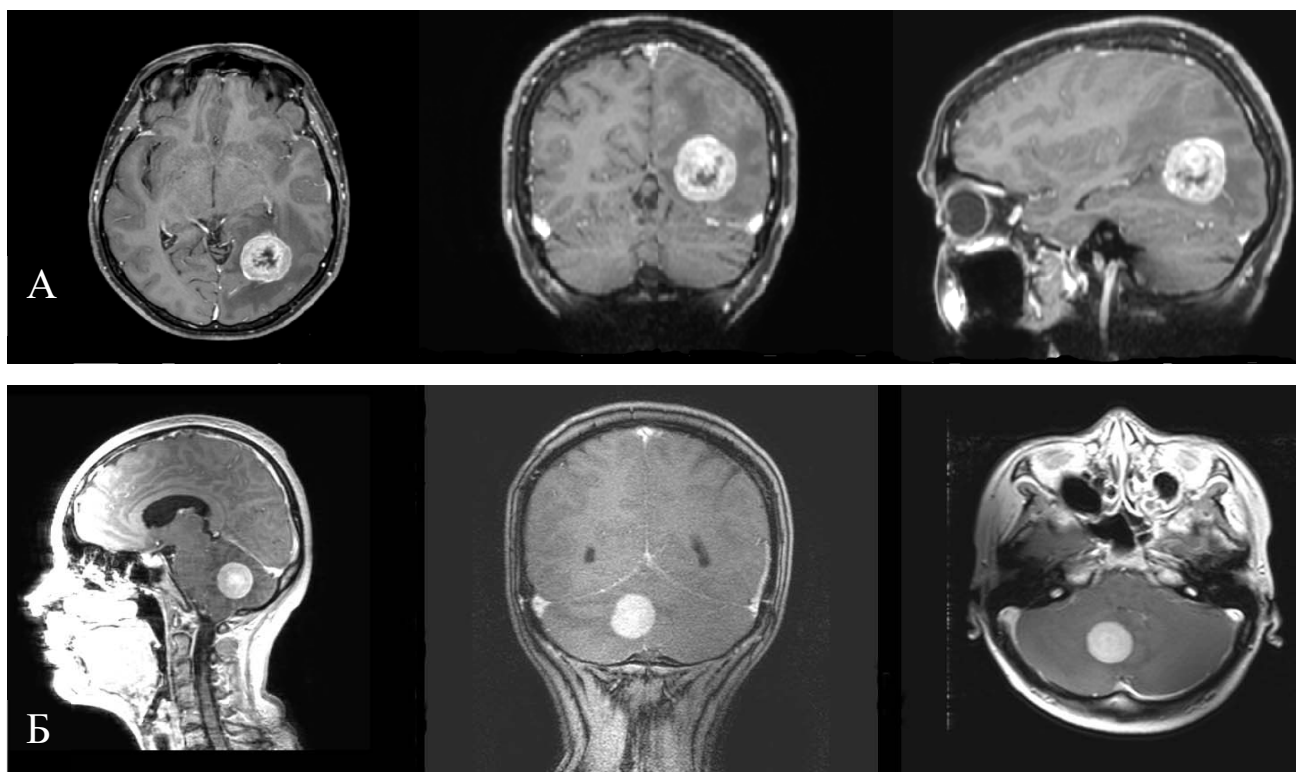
Аксиальные, сагиттальные и фронтальные срезы МРТ головного мозга в режиме T1 с внутривенным контрастированием: А – супратенториальная локализация метастаза; Б – субтенториальная локализация
